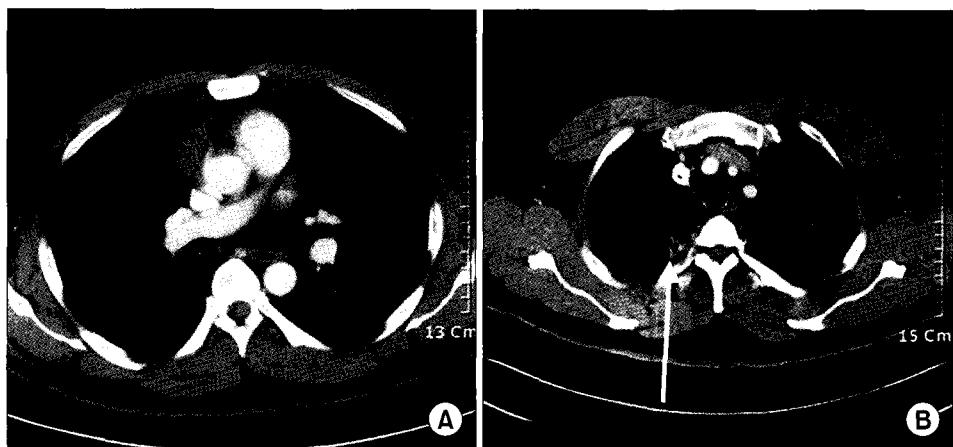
(A) Chest CT shows a well defined soft tissue mass in the right anterior mediastinum. (B) Chest CT shows a solitary cavitary lesion in right upper lobe apical segment.
